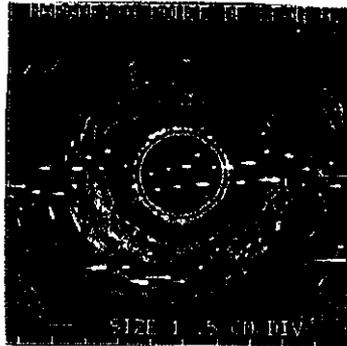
Imagen ultrasonográfica del esfínter anal interno.
